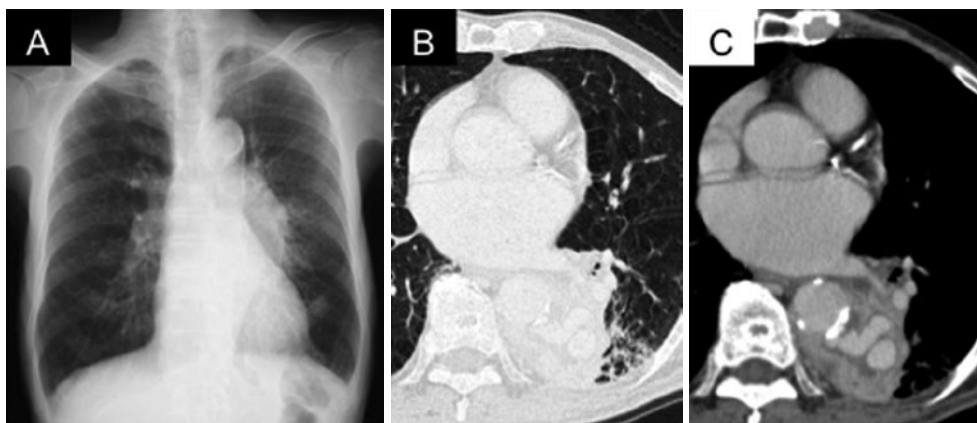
入院時画像所見。(A) 胸部単純X線写真。左肺門部にシルエットサイン陰性の腫瘍影を認める。(B, C) 胸部造影CT 肺野条件および縦隔条件。左S6からS10にかけて連続して浸潤影がみられ、内部濃度は不均一で低吸収域の内部に数珠状の高吸収域が散見される。大動脈壁の石灰化と肺気腫と考えられる低吸収域が広範囲に認められる。
